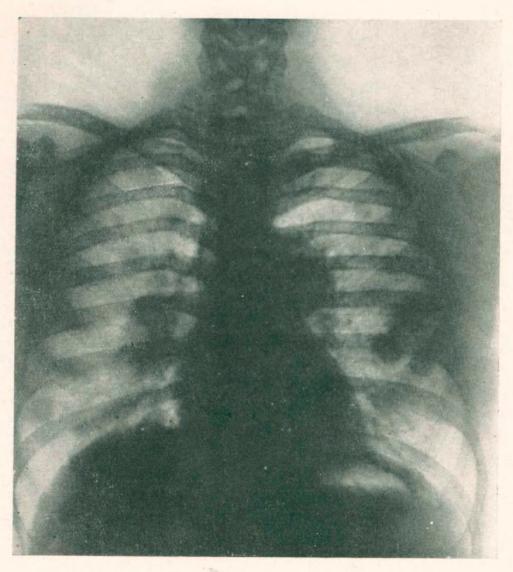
Radiografía obtenida en la faz final, mostrándonos múltiples metástasis
